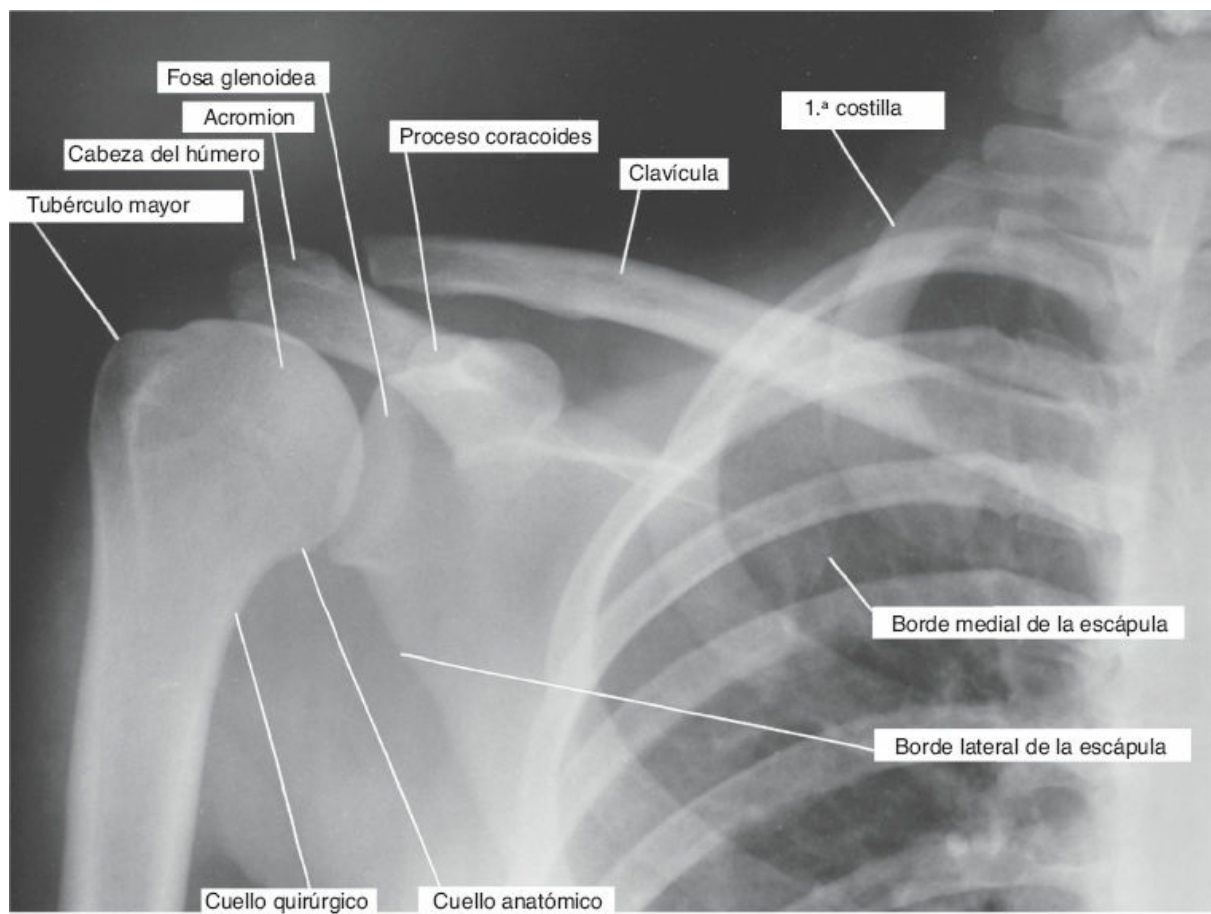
Radiografía anteroposterior de la región del hombro en el adulto.
